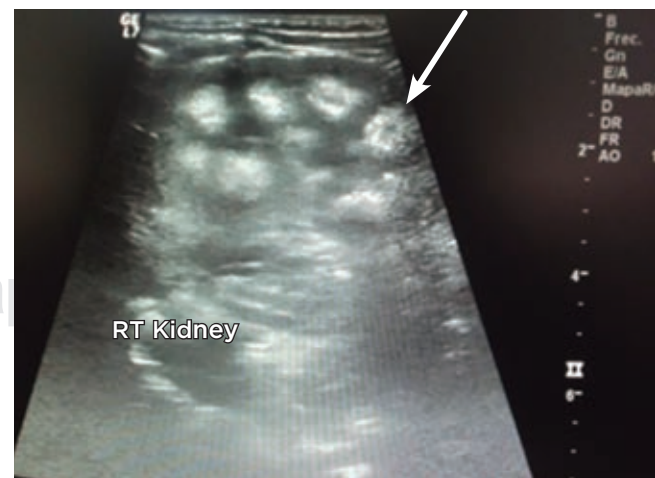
Caso 2. Ultrasonido renal simple. La flecha señala la zona con hiperecogenicidad por el depósito de calcio en el parénquima.
